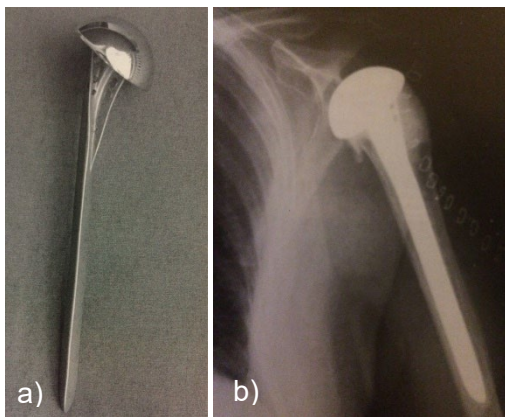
Monoblock-Schultergelenksendoprothese Typ Neer I: a) Originalprothese b) Prothese in situ im Röntgenbild (diese Abbildungen dienen Anschauungszwecken und erfolgen mit freundlicher Unterstützung der Stryker GmbH & Co. KG)
